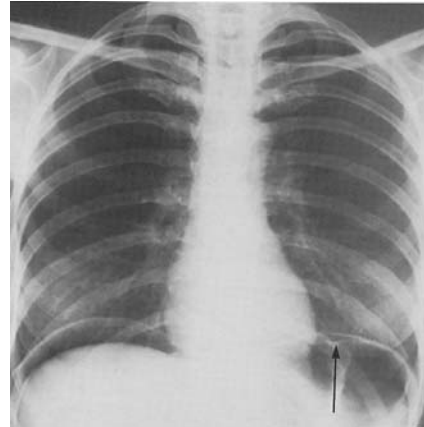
Оглядова рентгенографія ОГК у прямій проекції. Повітря під куполом діафрагми. Перфорація товстої кишки
